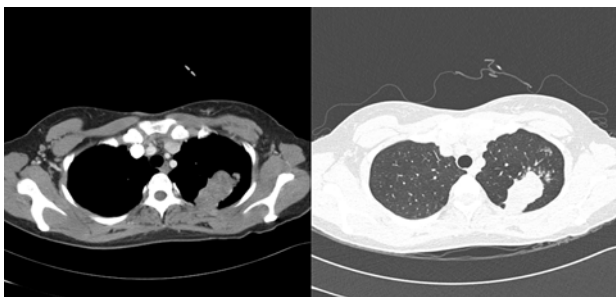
Chest CT scan reveals 4.6x3.2cm sized, heterogeneous large mass abutting parietal pleura in the left upper lobe.
